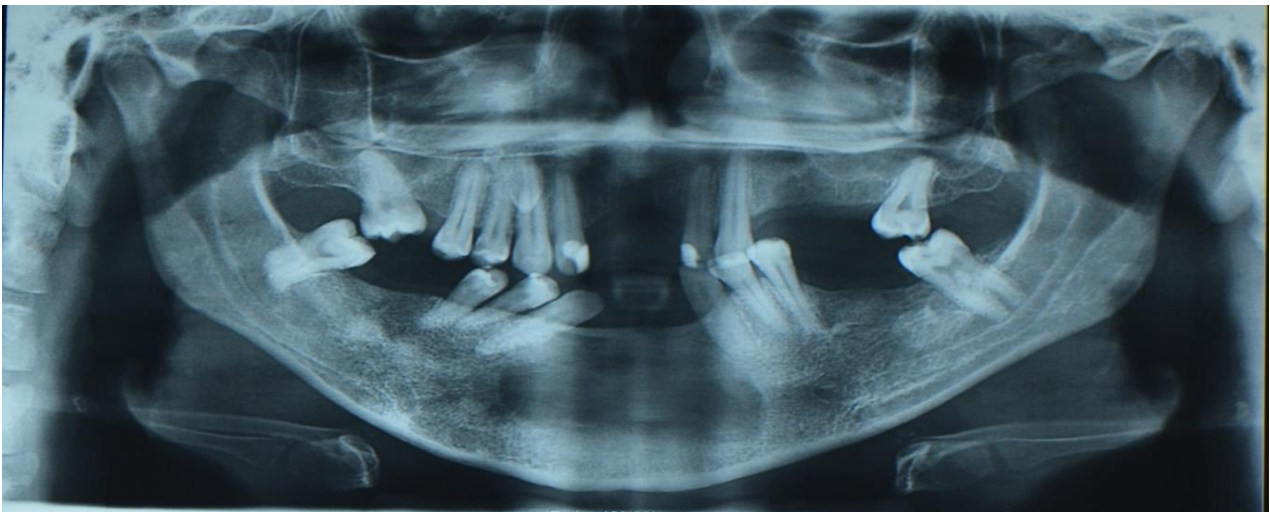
Radiografia panorâmica após 5 meses.
